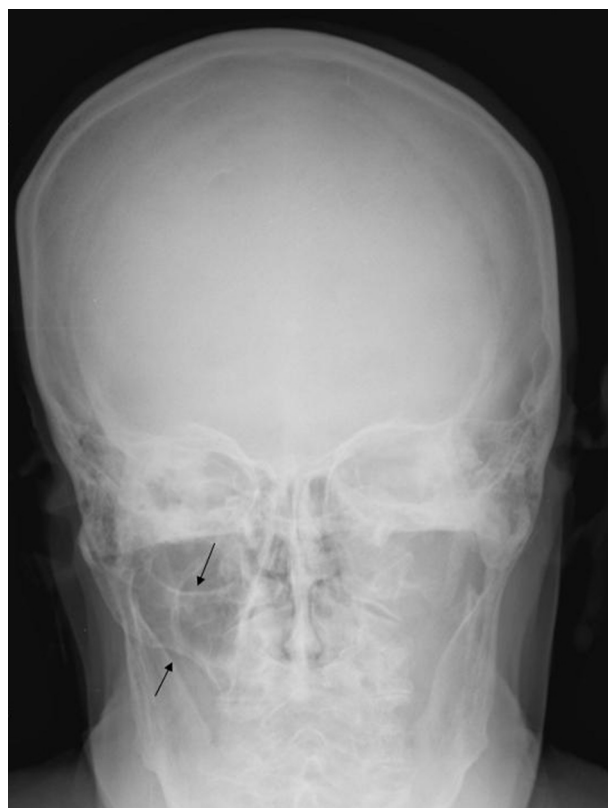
Radiografía simple que muestra el trayecto normal del arco cigomático derecho (flechas) y ausencia del mismo en el lado izquierdo.
